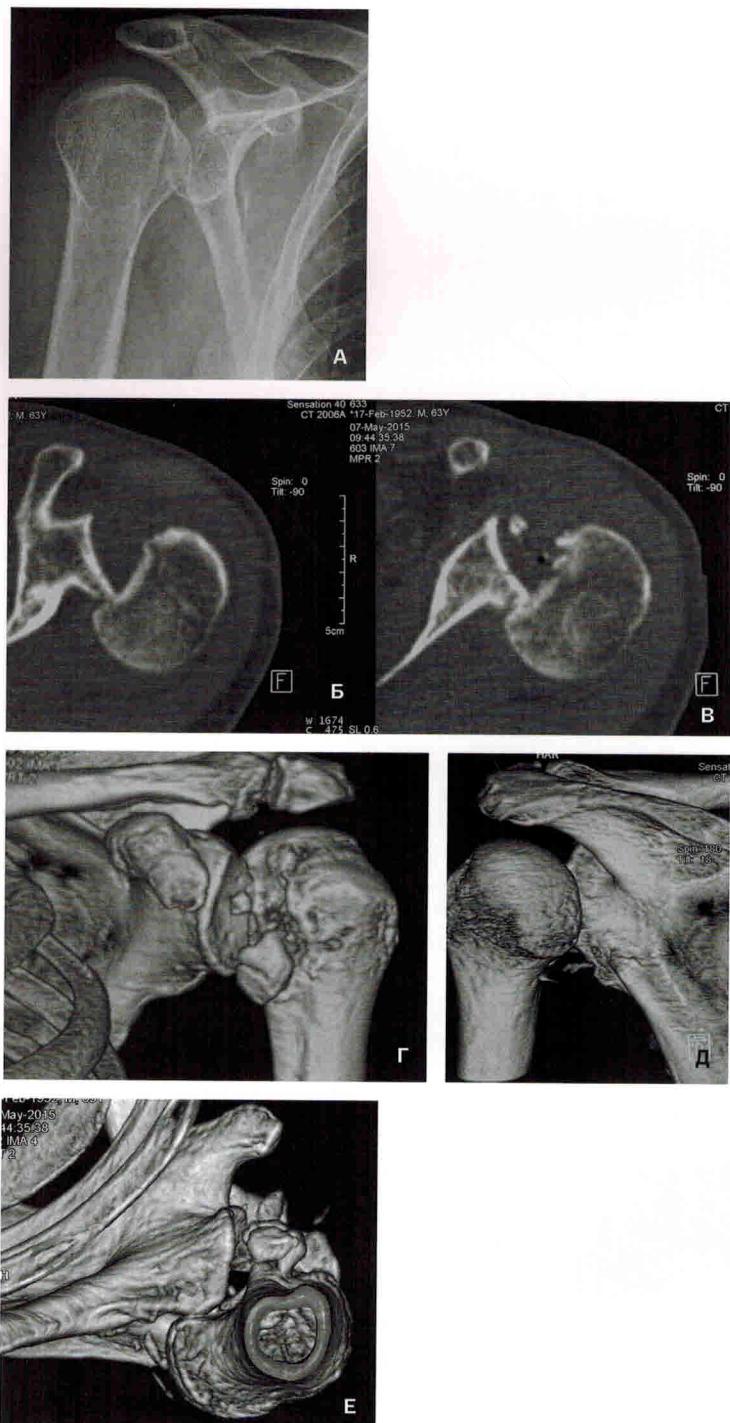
А–Е. Рентгенограмма (А – прямая проекция) и компьютерные томограммы (Б, В – в режиме 2D; Г–Е – в режиме 3D) пациента с застарелым невправляемым вывихом головки плечевой кости с отрывом малого бугорка. Б, В – аксиальный срез; Г, Д – прямая проекция, вид сзади; Е – аксиальная проекция
